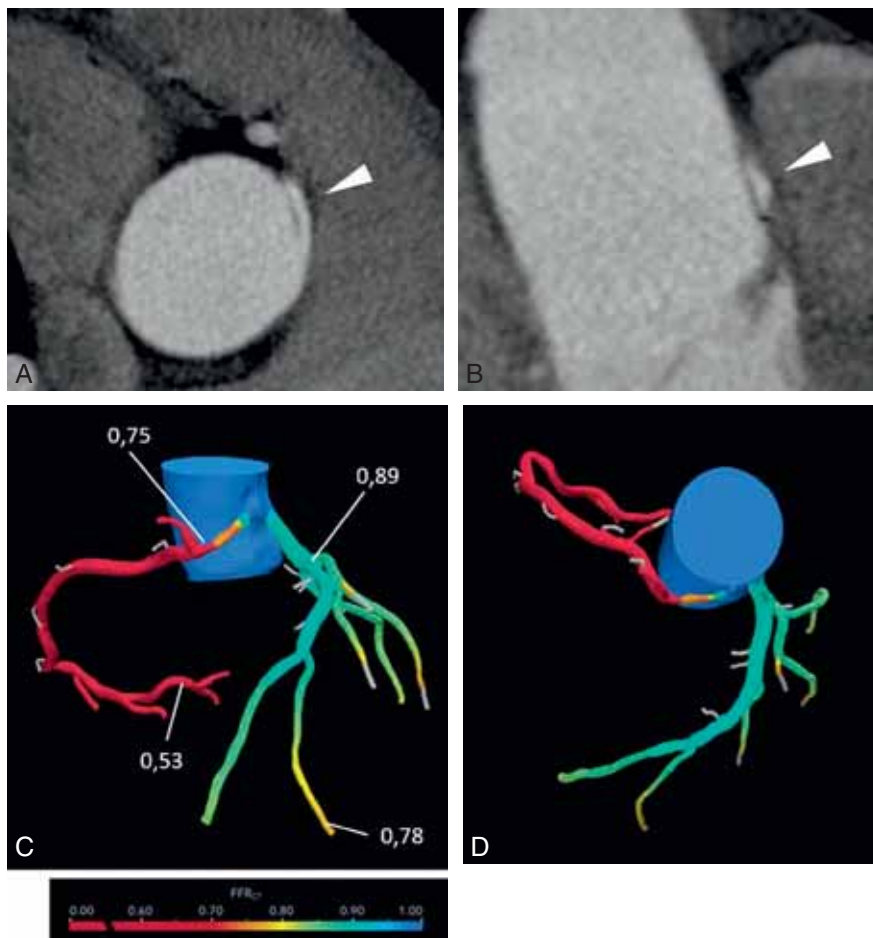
Artère coronaire droite ectopique avec évaluation FFR-CT. A, B. Images TDM (reconstruction 3D) d'une artère coronaire droite connectée dans le sinus gauche avec un trajet interartériel (têtes de flèches). C, D. Images TDM (rendu volumique) avec mesure de la FFR (*Fractional Flow Reserve*).
